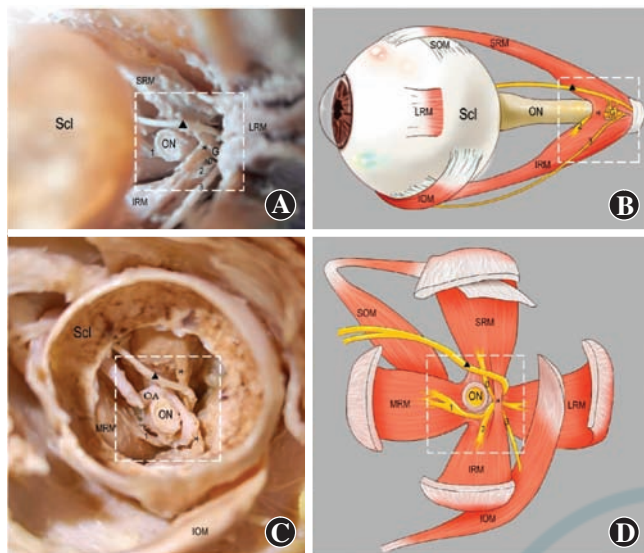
不同角度变异肌桥形态以及与周围神经血管位置关系 A: 变异肌桥外侧观 视神经已被切断一半 B: 外侧观对应绘图 对比 A 图将切断的视神经复原, 变异肌桥与总腱环之间形成三角形裂隙, 睫状神经节位于肌桥的下外方 C: 变异肌桥冠状面观 D: 变异肌桥冠状面对应绘图 对比 C 图, 去除巩膜和眼动脉的遮挡, 保留眼外肌和神经 Scl: 巩膜; SRM: 上直肌; IRM: 下直肌; ON: 视神经; LRM: 外直肌; G: 睫状神经节; *: 变异肌桥; 0: 动眼神经上干; 1: 动眼神经下干内侧支; 2: 动眼神经下干中间支; 3: 动眼神经下干外侧支; IOM: 下斜肌; SOM: 上斜肌; ▲: 鼻睫神经; MRM: 内直肌; OA: 眼动脉
